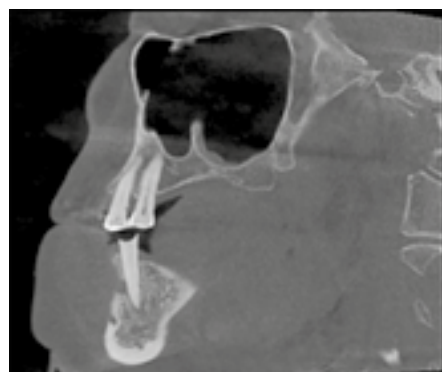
Dintele 4.5 în proiecție sagitală la CBCT.
